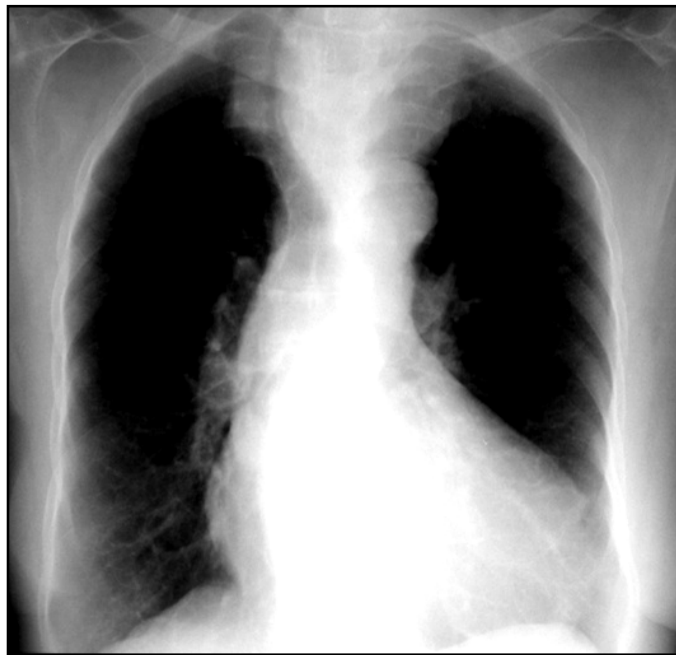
Radiographie de thorax face montrant un goitre plongeant à gauche refoulant la trachée vers la droite.
